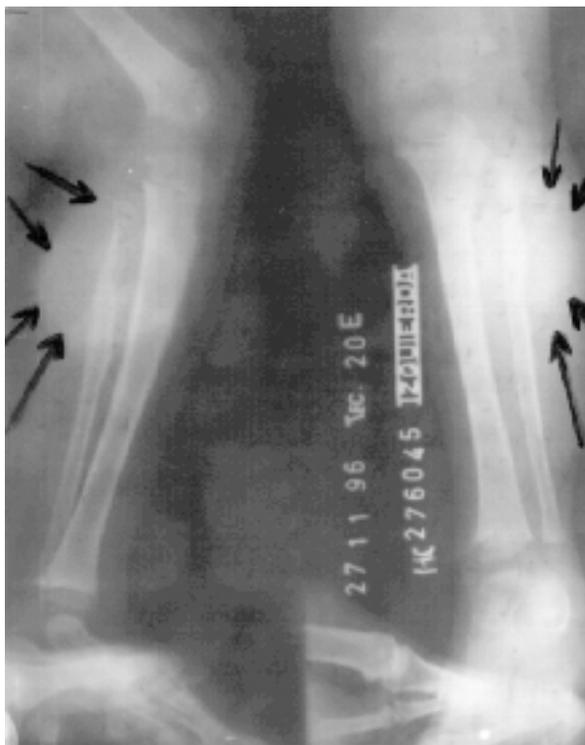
Radiografías anteroposterior y lateral. Las flechas señalan la masa tumoral.
